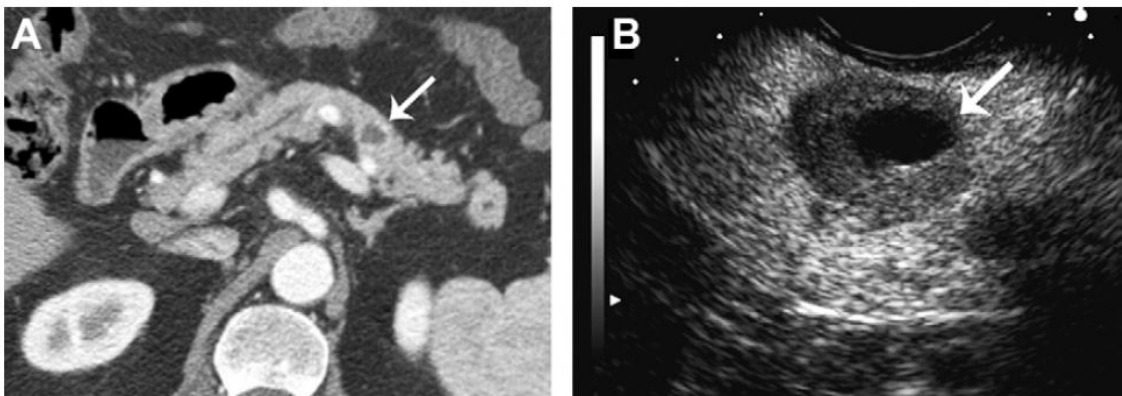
Tumore neuroendocrino cistico del pancreas. (A) La TC rivela una piccola massa (freccia) nel corpo pancreatico, prevalentemente cistica. (B) L'EUS conferma il riscontro (freccia) mostrando uno spazio cistico centrale e una spessa parete molto più evidente rispetto alla TC.
